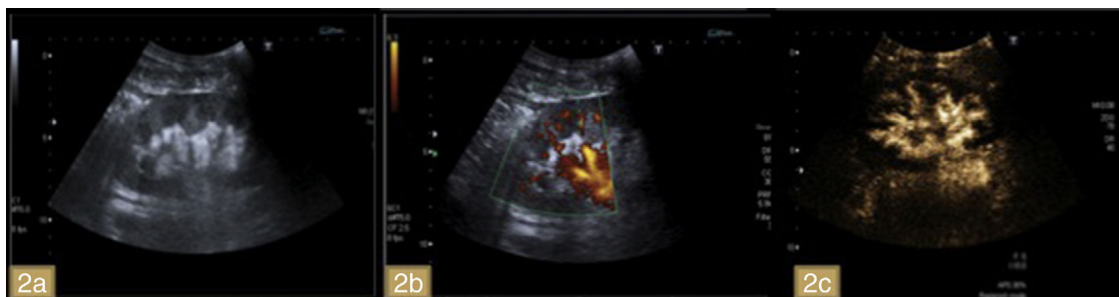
a) Engrosamiento cortical con aumento de la diferenciación corticomedular. Dudoso ribete cortical hipocogénico. b) Ausencia de vascularización marginal en modo Doppler energía. c) Ausencia de captación cortical en estudio CEUS.
